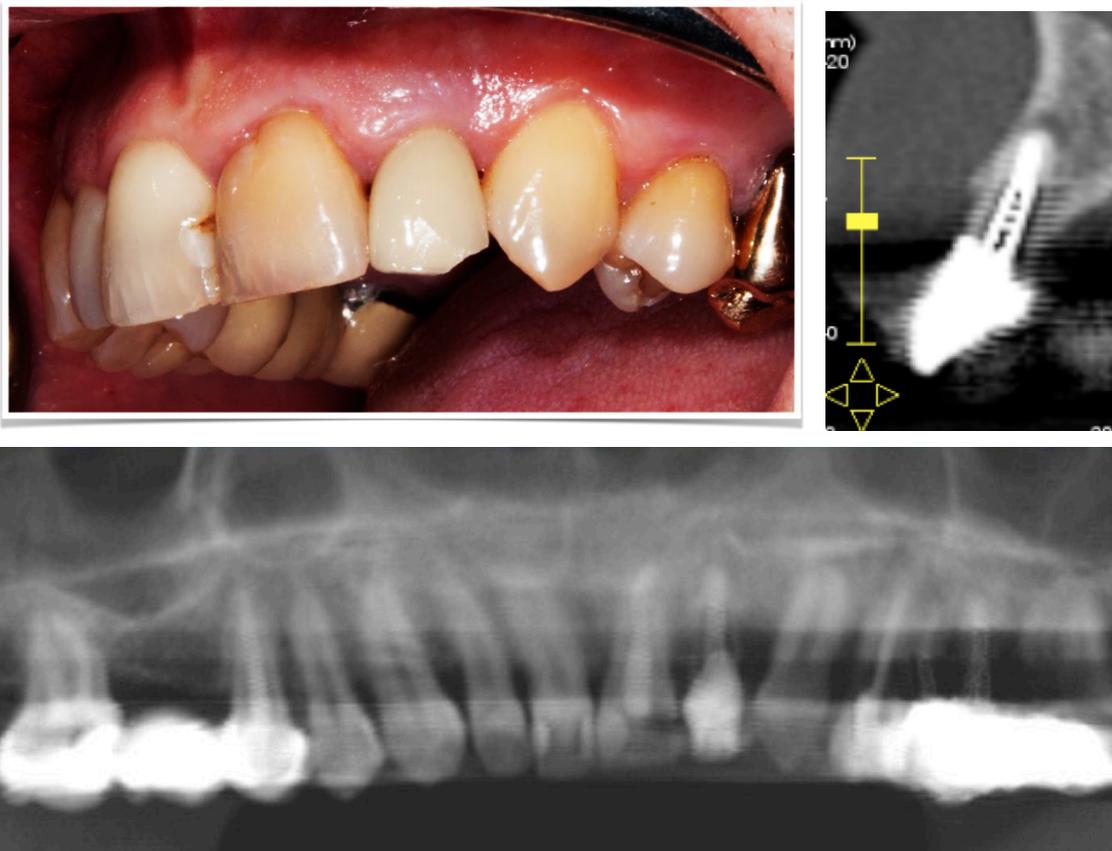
Cas du Dr Laurent Venet, vue clinique et radiographiques de la situation initiale.
